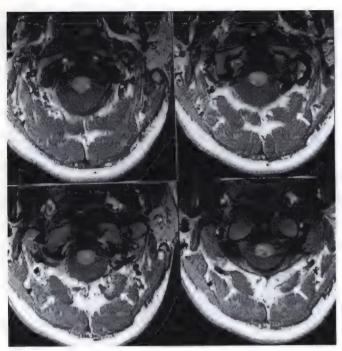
IRM du rachis cervical chez un patient asymptomatique et non traumatique.
